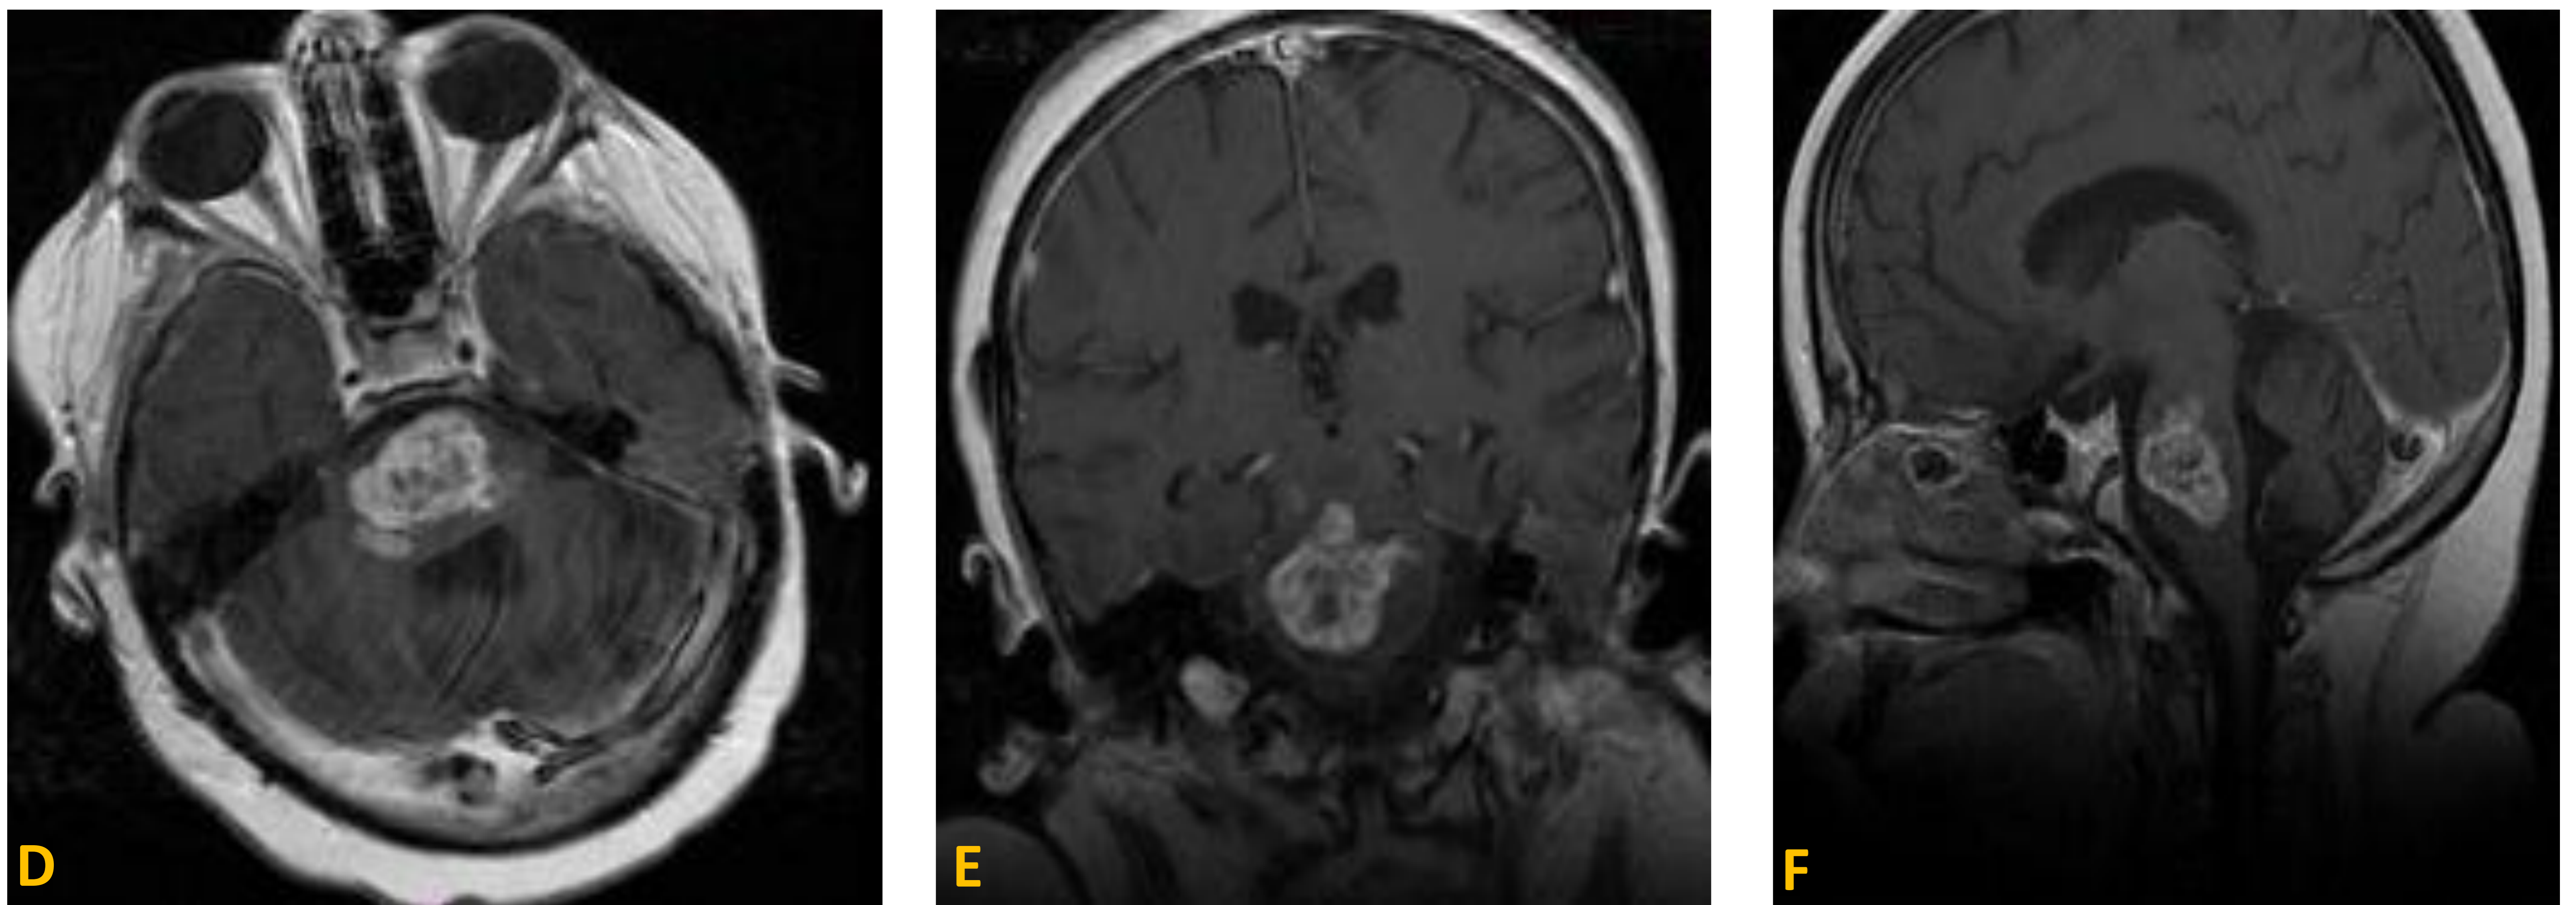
Secuencias T1 con contraste en los planos axial (D), coronal (E) y sagital (F). Estudio de control tras el tratamiento recibido donde se identifica realce intenso y heterogéneo de la lesión en relación con progresión tumoral. Cabe reseñar que en la RM inicial el tumor no mostraba realce tras la administración del contraste.
